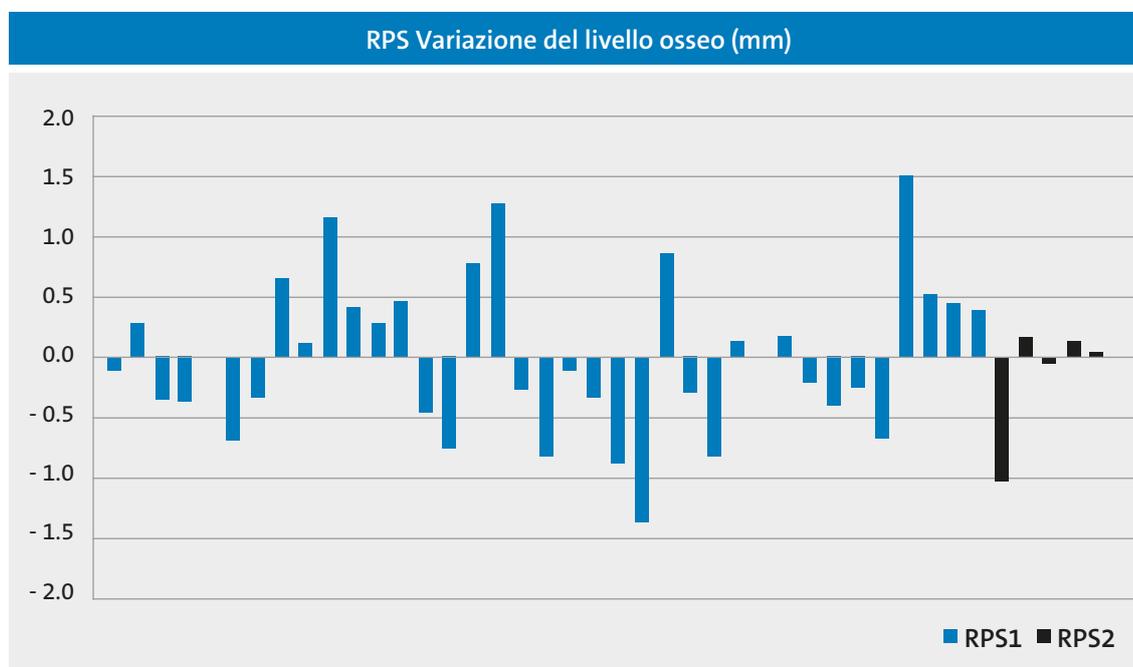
Variazione dei valori medi del livello osseo al momento della radiografia finale (media: 58,4 mesi, SD: 13,4), normalizzati rispetto al momento del carico/al primo follow-up radiografico.
